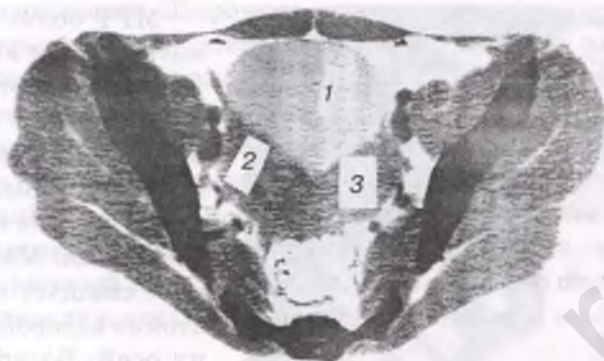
Спиральная КТ. Двурогая матка:
